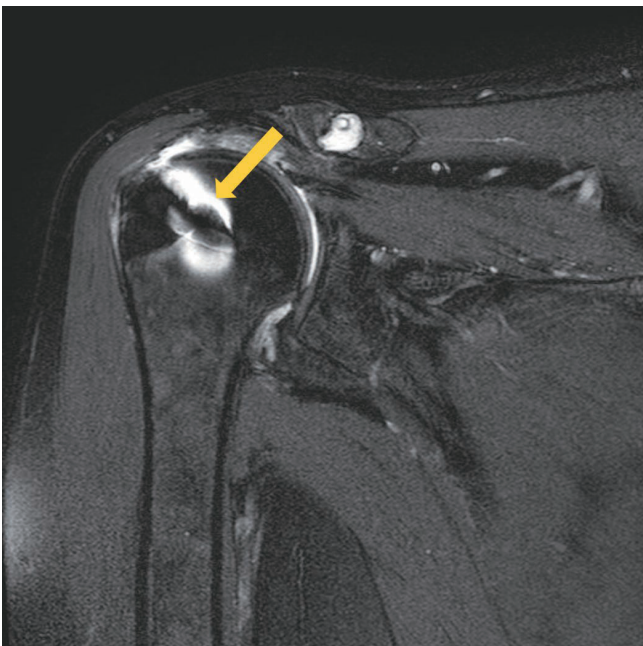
Oblique coronal fat-saturated T2-weighted image (TR/TE = 3000/80) shows a susceptibility artifact in the humeral head from a metal suture anchor for rotator cuff repair, indicated by a distortion in the shape of the metallic object and a halo of signal alteration around the anchor (arrow). TE = time to echo, TR = time to repetition
